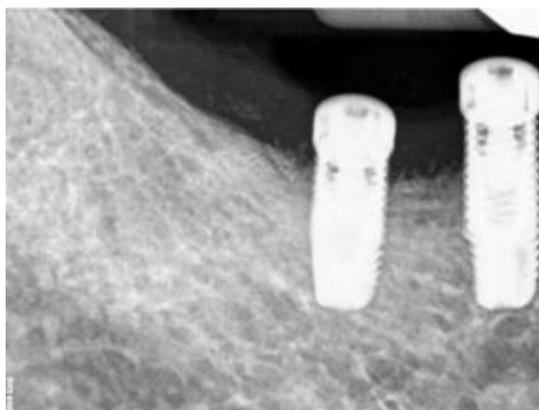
Caso clínico 4 - cirurgia regenerativa – radiografia pós-operatória 12 meses depois da regeneração (Smeets *et al.*, 2014).
